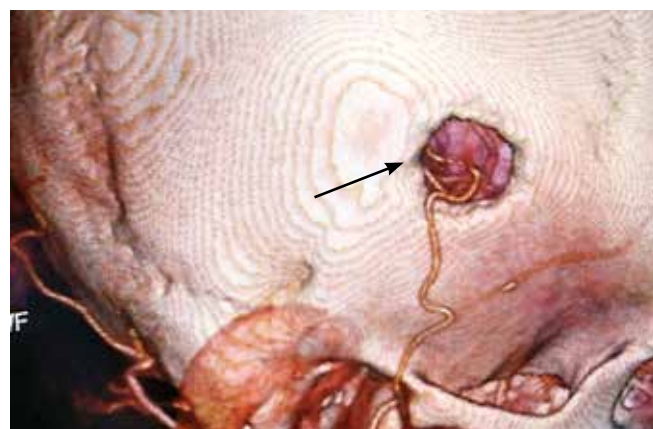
Резекционная трепанация черепа. Мультиспиральная 3D-компьютерно-томографическая ангиограмма ЭИКМА экстра-интракраниального микроанастомоза справа: визуализируется функционирующий анастомоз между правой поверхностной височной артерией и сегментом М4 правой средней мозговой артерии (стрелка)
